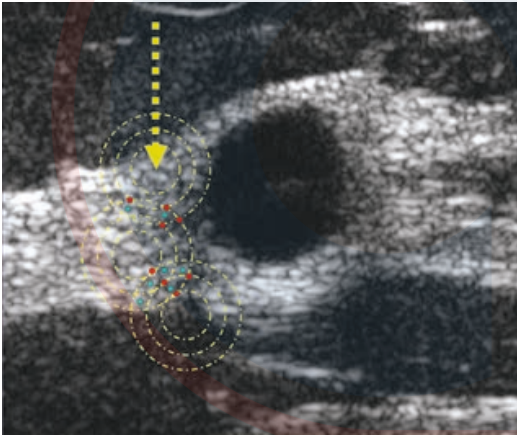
Manchas del ultrasonido. La inspección cercana de una imagen de ultrasonido de una mama que contiene pequeños quistes revela que está compuesta de numerosas áreas de intensidad variable (moteado). El moteado resultante de la interacción constructiva (*rojo*) y destructiva (*verde*) de los campos acústicos (*anillos amarillos*), generados por la dispersión del ultrasonido desde reflectores de tejido pequeños. Este patrón de interfaz da a las imágenes del ultrasonido su apariencia granular característica y puede reducir el contraste. La dispersión del ultrasonido es la base de la textura visualizada en las imágenes de ultrasonido de tejidos sólidos.
